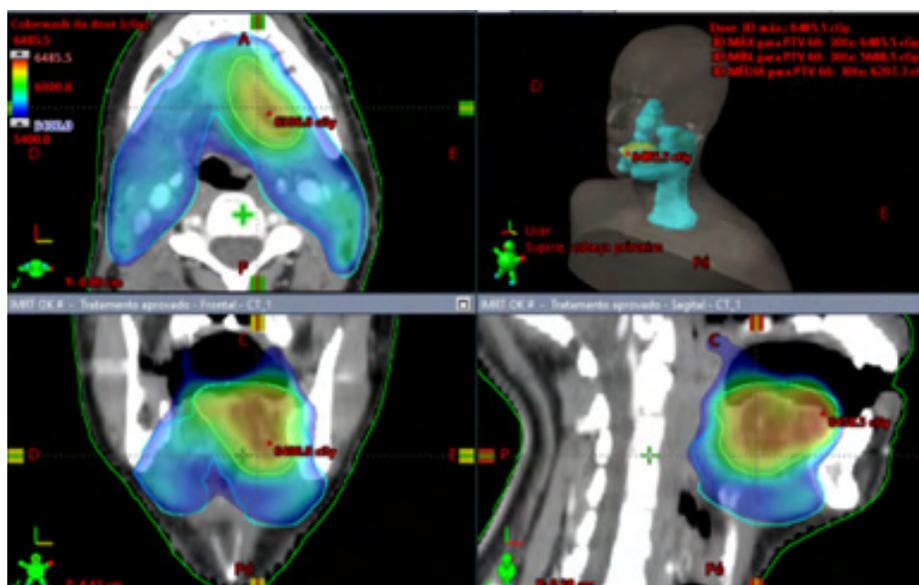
TC de planejamento para aplicação de RT através da técnica de IMRT em paciente portador de CEC de cavidade oral. Observa-se diferentes cortes da TC (axial, coronal e sagital) e reconstrução em 3D que mostra a irradiação do leito tumoral e a drenagem homolateral.
